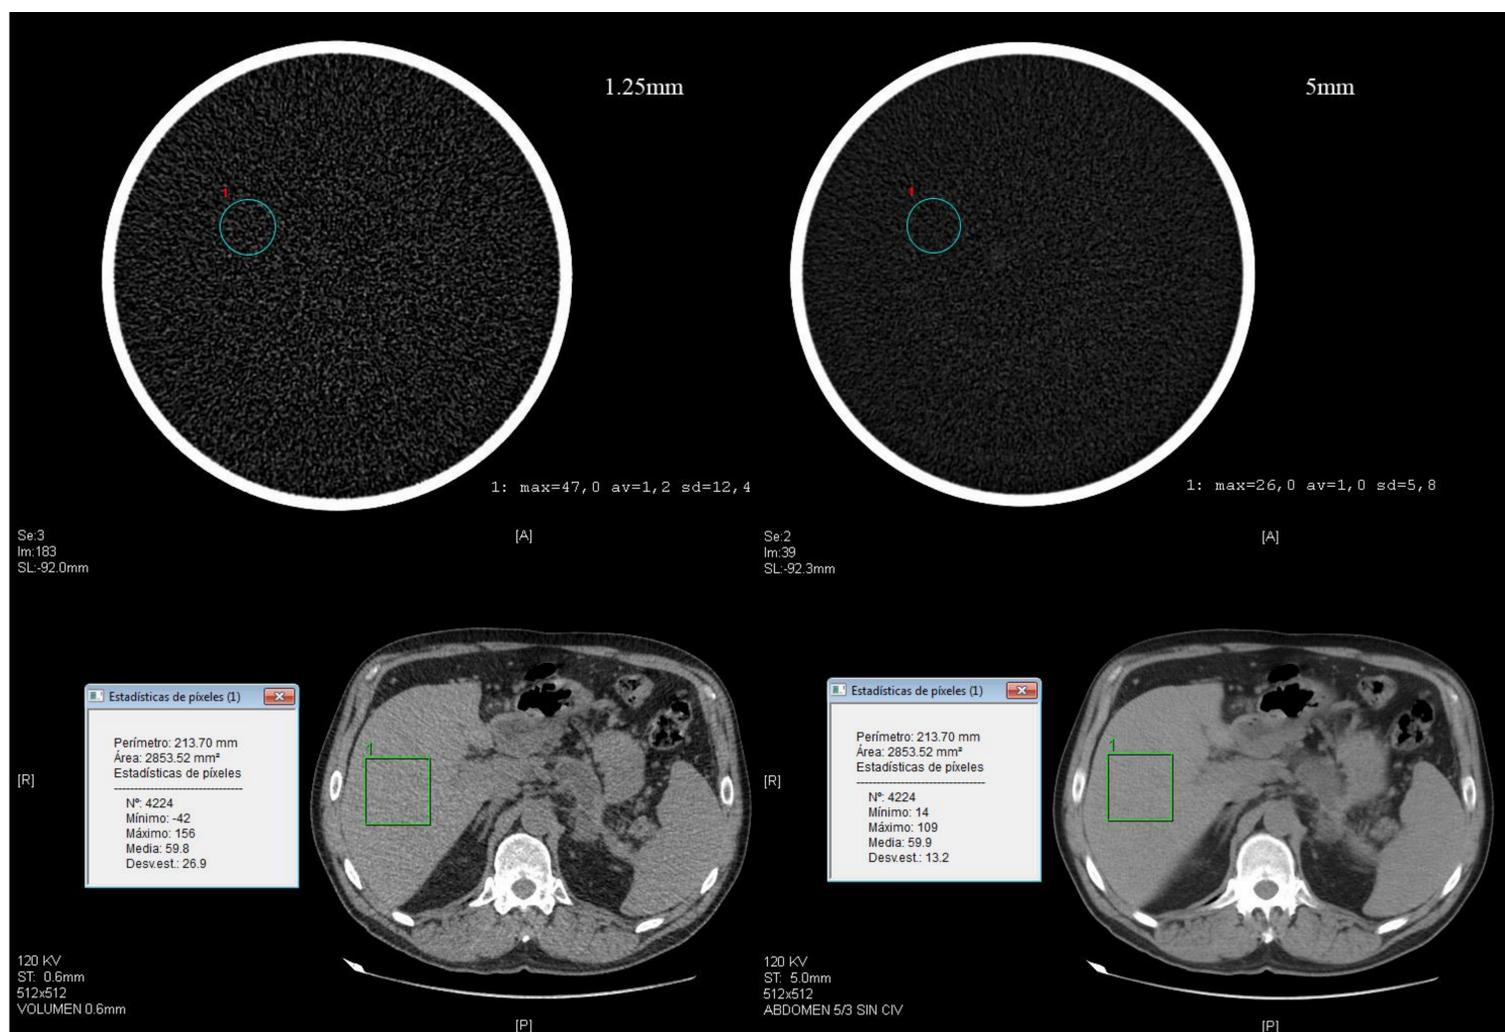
Relación entre grosor de corte y ruido. Se observa como al aumentar el grosor de corte disminuye el ruido. Arriba, fantoma con misma dosis (200kV y 160mA) y diferente grosor. Abajo izquierda, adquisición volumétrica de 0.6mm de TC abdominal; a la derecha reconstrucción de 5mm.
